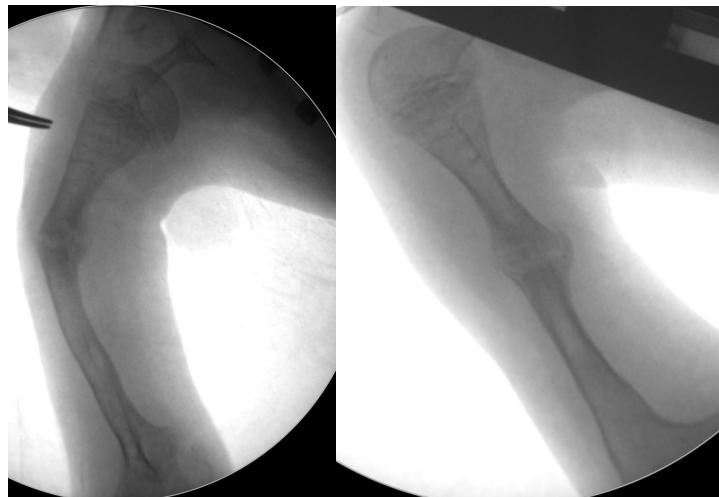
а.- рентгенограмма правой плечевой кости, угловая деформация 45 градусов, прямая проекция. б.- боковая проекция.
